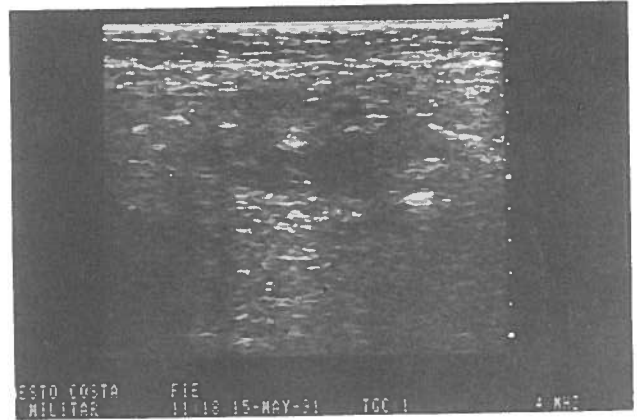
A ecografia feita 3 dias mais tarde mostrou uma sigmoideia com inúmeros divertículos hiperecoicos confirmados pela sigmoidoscopia.
